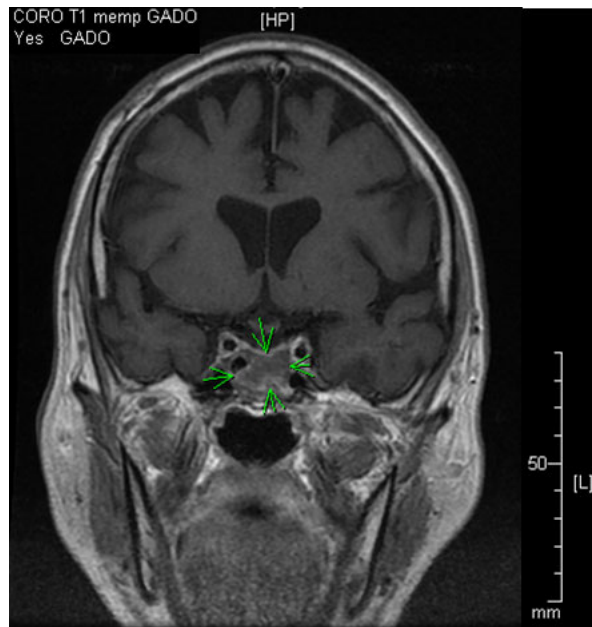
IRM : coupe coronale, T1, gadolinium.
